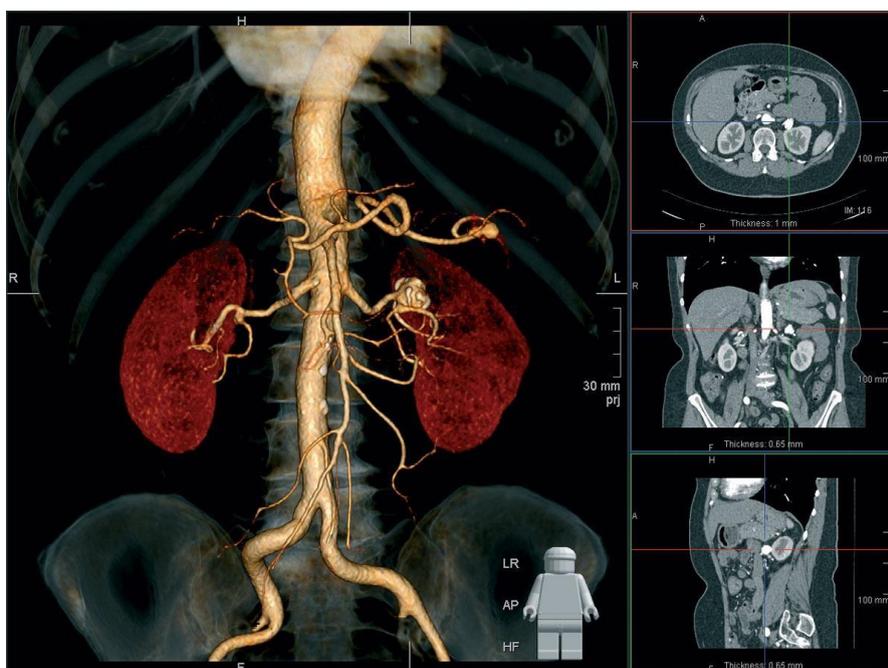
Компьютерная томография с контрастированием
